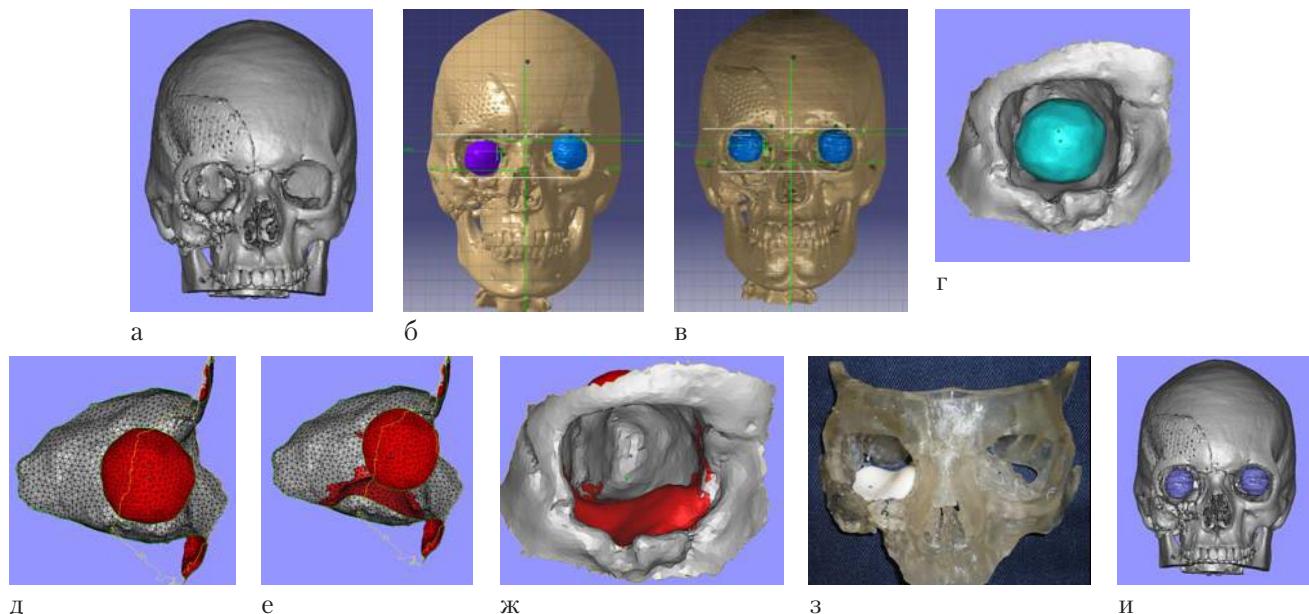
Этапы моделирования 2-го этапа хирургического лечения — коррекции энофтальма и гипофтальма: а — 3D-КТ черепа пациентки после первого этапа хирургического лечения; б — 3D-цефалометрия (сохраняется эно-гипофтальм); в — симуляция перемещения глазного яблока; г — создание виртуальной орбиты; д, е — обратное биомеханическое моделирование методом конечных элементов; ж — виртуальный интраорбитальный эндопротез; з — приспособка эндопротеза на стереолитографической модели; и — 3D КТ после операции (устранен гипо- и энофтальм).
